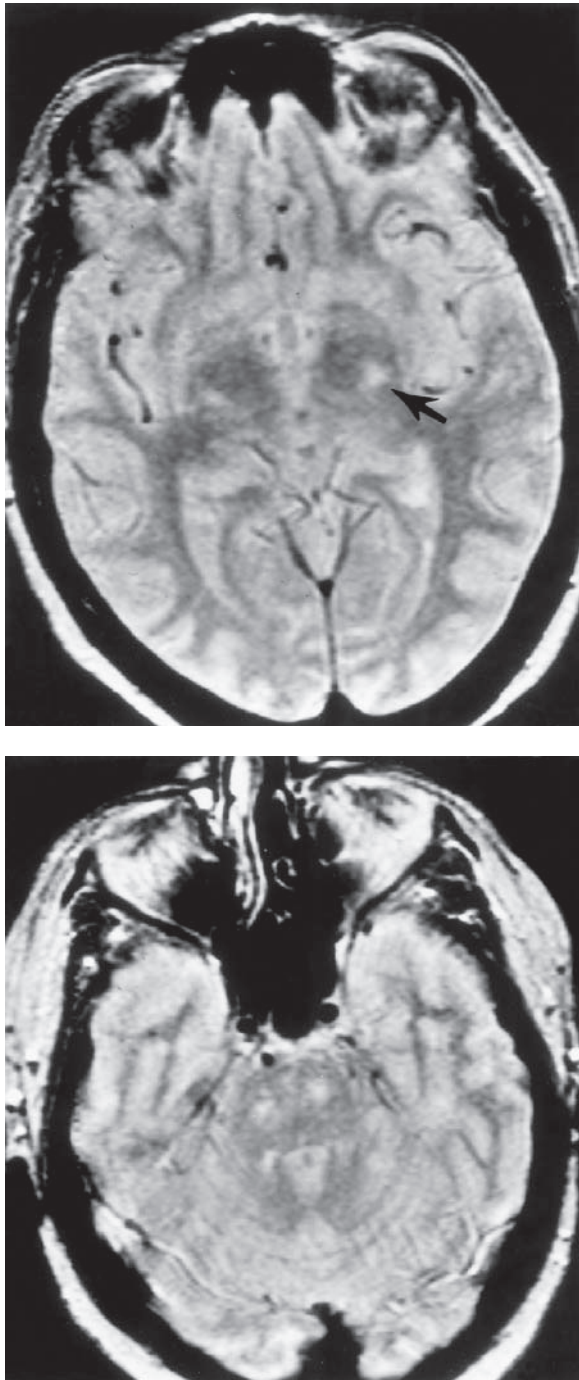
MRI en fase T2 en la que se observan cambios en la señal que reflejan la degeneración walleriana del fascículo corticoespinal a la altura de la cápsula interna (*arriba, flecha*) y el puente (*abajo*) en un caso de ELA.
